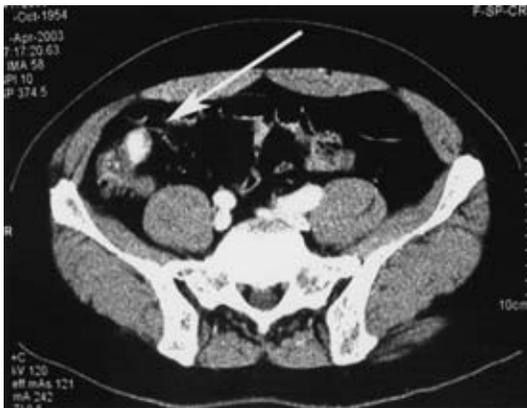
3D image of abdominal enhanced computed tomography showed extravasation of contrast media to the terminal ileum in early phase (arrow).
